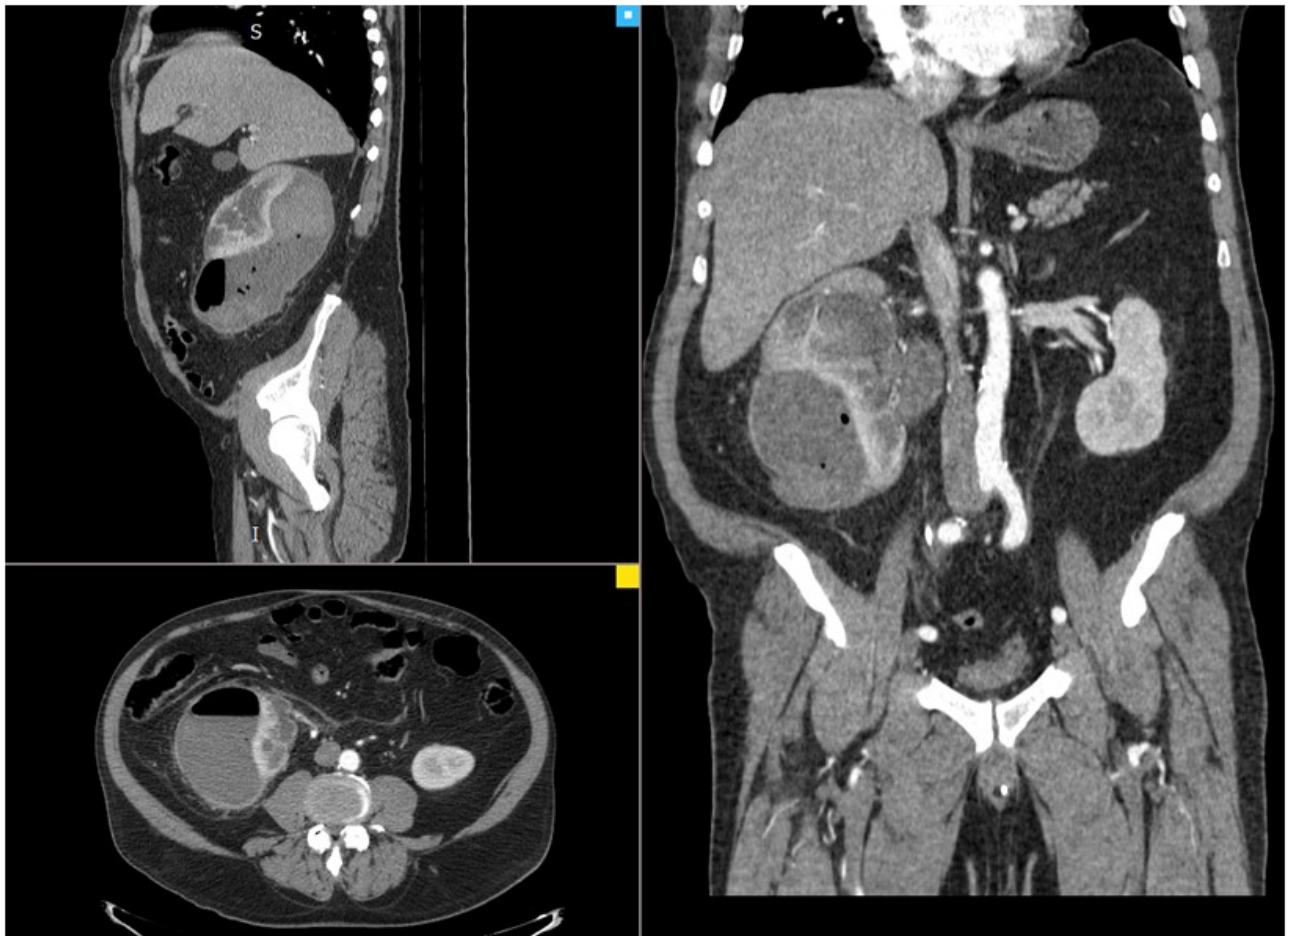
КТ брюшной полости с контрастированием в динамике. Правая почка увеличена, под капсулой скопление неоднородной гиперденсивной жидкости размером 10,0*6,5*11,0 см. Также в образовании определяется газ. Чашечки правой почки расширены до 1,8*2,3 см, лоханка – до 5,2см. ЛМС резко сужен. Паренхима правой почки истончена местами до 0,8см. Кончик стента в лоханке правой почки, дистальный конец выведен наружу через уретру. Мочеточник и ЧЛС слева не расширены
